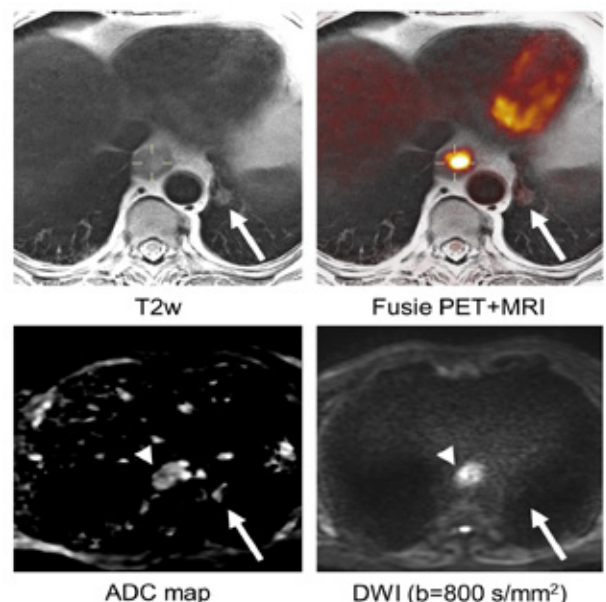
PET-MRI in het kader van de Passage-studie
